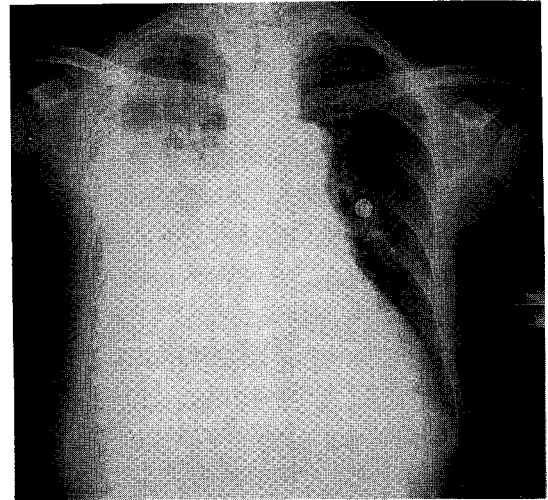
Chest X-ray film showing the right pleural effusion(Case 2).
